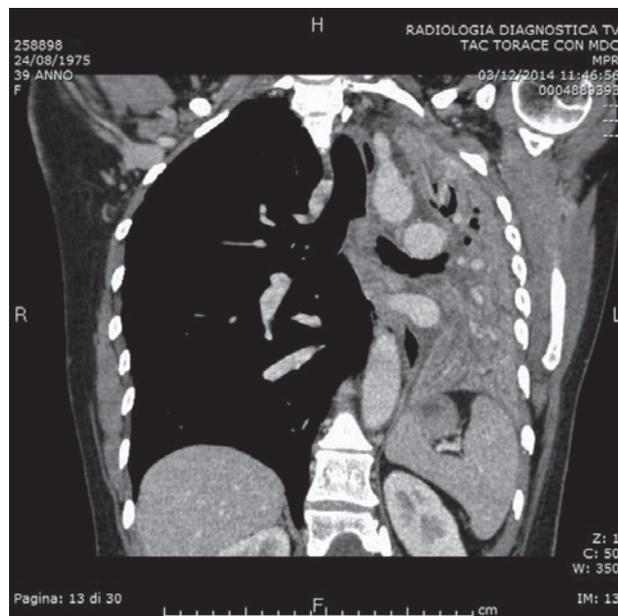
TC (piano frontale) all'atto del ricovero.
